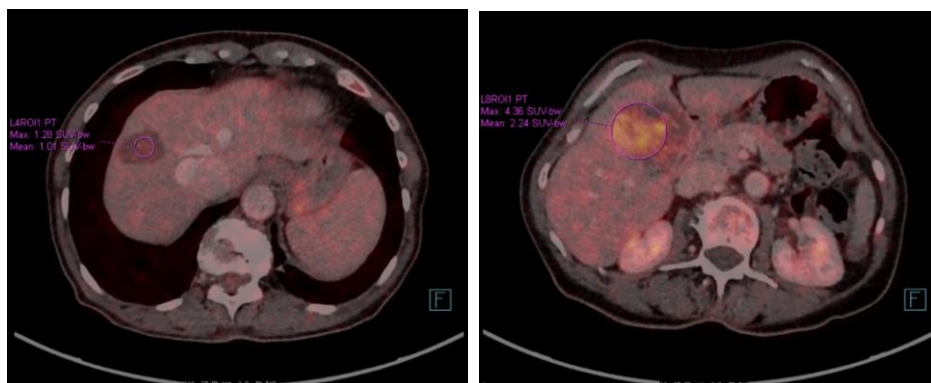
Kontrolní CT vyšetření po výkonu
